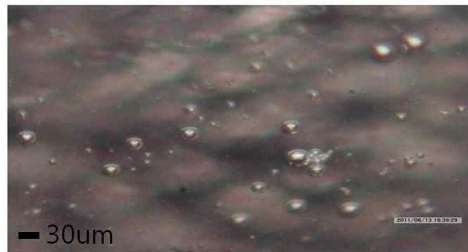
광학현미경을 통한 초음파 조영제의 크기 및 밀도 (Day 13)
